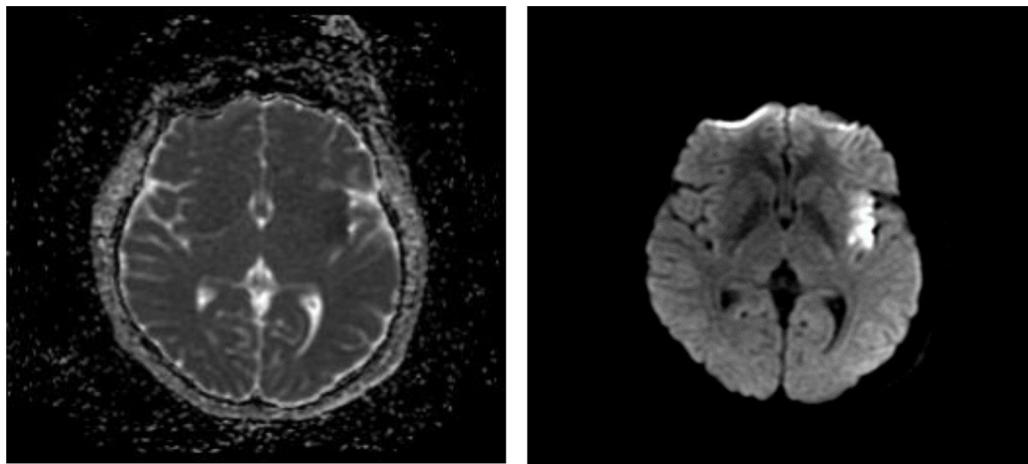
Lesión isquémica insular derecha en imagen de secuencia de difusión ponderada (DWI) y mapa del coeficiente de difusión aparente (ADC). Imagen de resonancia magnética que muestra una lesión en la región insular. A la derecha, DWI que evidencia una hiperintensidad focal en el ribete insular, indicativa de isquemia aguda. A la izquierda, ADC que revela una hipodensidad compatible con restricción a la difusión, confirmando el diagnóstico.
